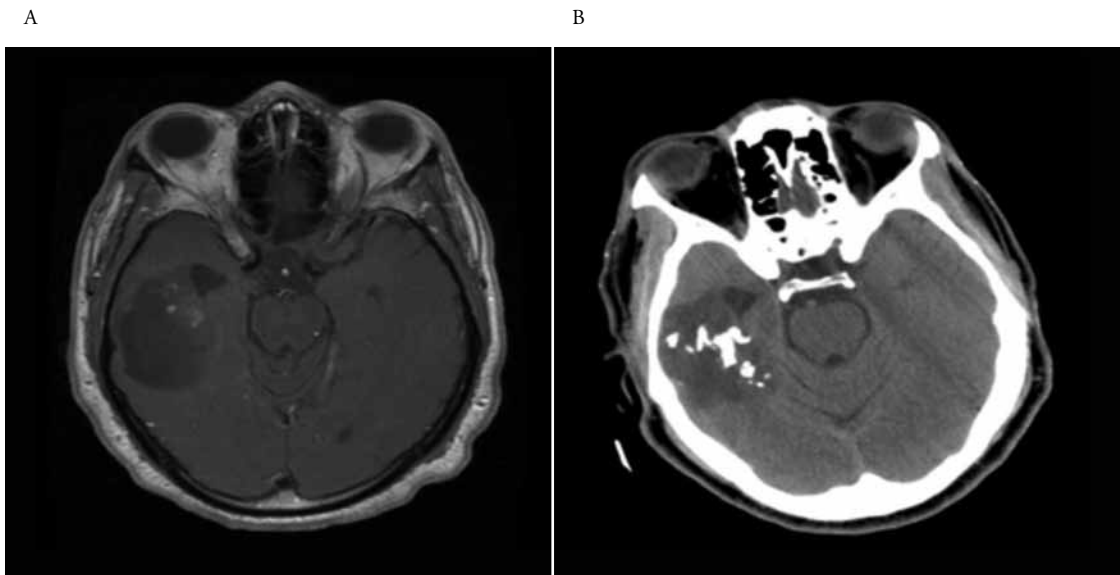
Lesión temporal derecha. En A, observamos imagen en T1, hipointensa respecto al parénquima. En B la misma lesión pero en TAC de cráneo donde logran apreciarse mejor las calcificaciones.
